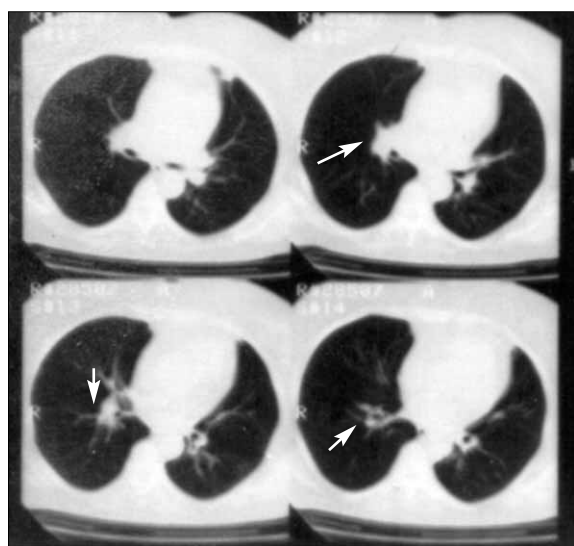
Компьютерная томограмма с контрастированием при ТЭЛА
